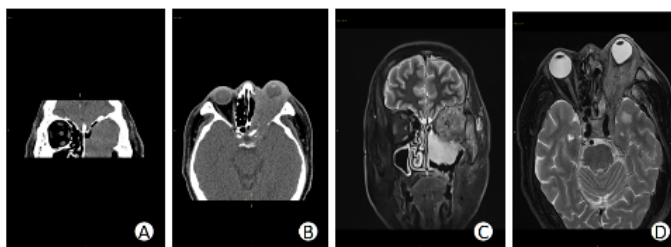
27 November 2021 CT image and MRI of orbit in this patient
